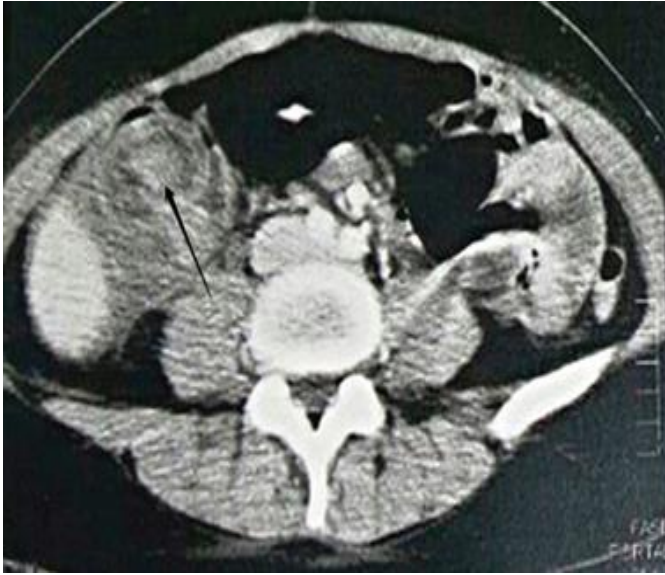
TC de abdome: sinal "em alvo" (seta).
